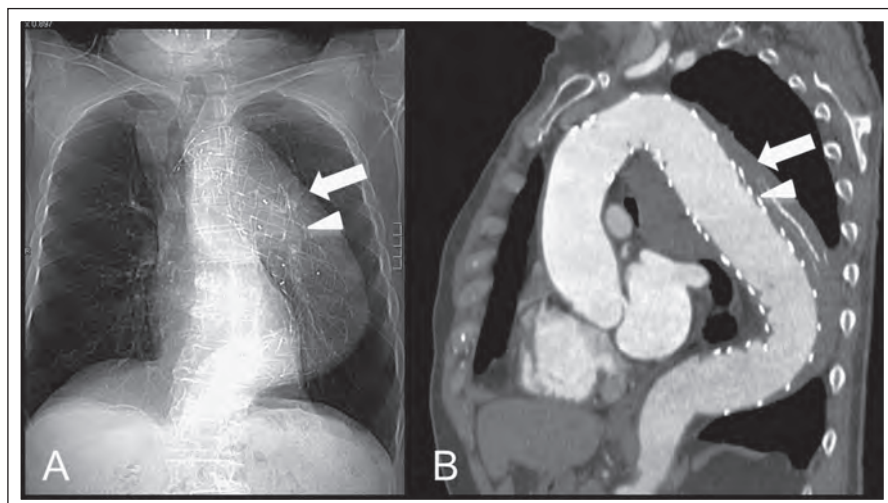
74-jähriger Patient mit Diagnose einer isolierten idiopathischen Aortitis 8 Jahre zuvor. In der konventionellen p.a.-Aufnahme des Thorax und in der CT-Angiographie Darstellung der massiv aneurysmatisch dilatierten Aorta thoracalis (a) sowie des bei gedeckter Aortenruptur 3 Jahre zuvor notfallmäßig implantierten Endografts (b).
